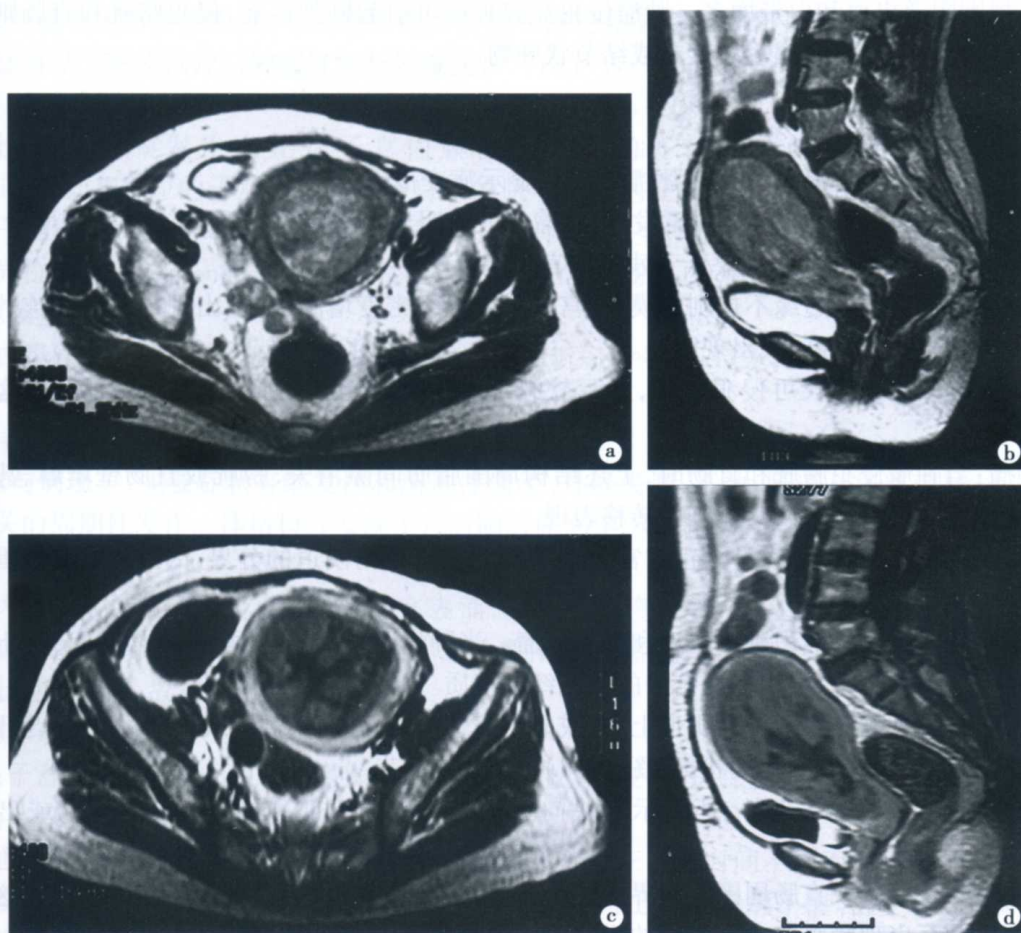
子宫内腺癌(Ⅱ期)的 MRI 表现
